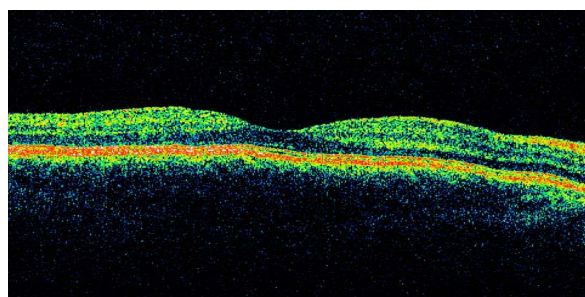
Томографическое изображение макулярной зоны сетчатки в норме
